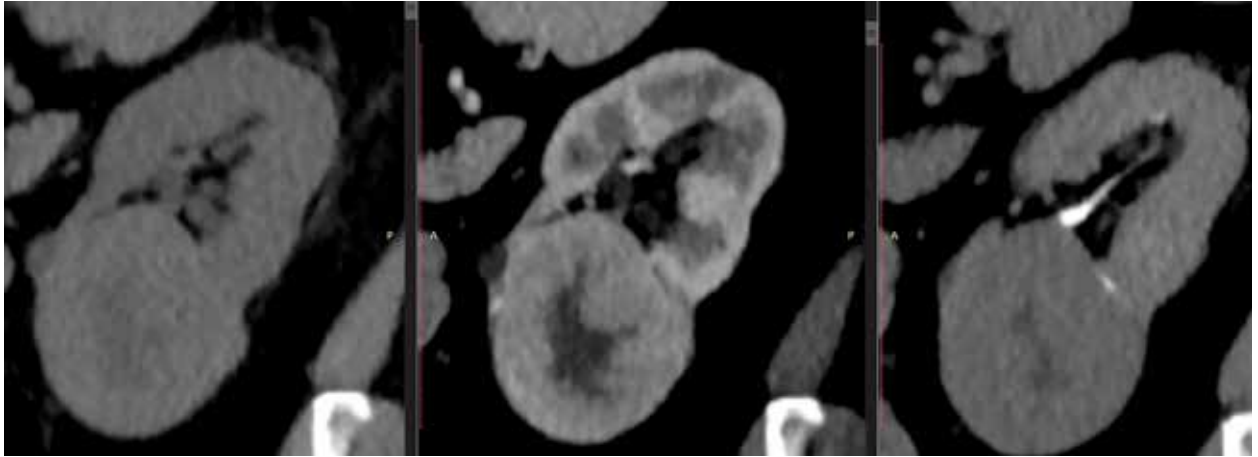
URO TC multifásico donde se observa masa renal izquierda localizada en polo inferior, morfología ovoidea, bordes definidos, de crecimiento exofítico, con ávido realce al medio de contraste en fase cortico medular y característica cicatriz hipodensa central.
